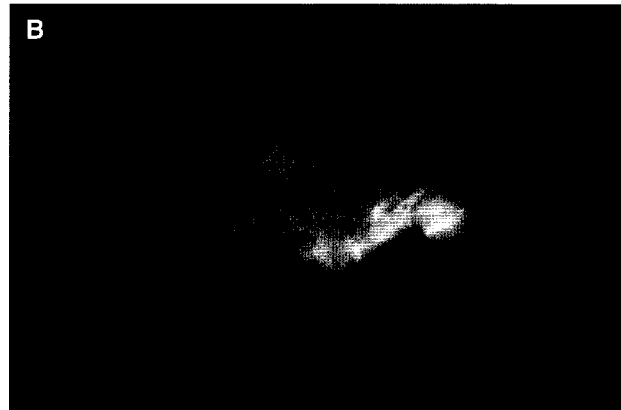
Mamografía en proyección lateral oblicua (A) y craneo-caudal (B) de mama izquierda, donde se observa nódulo subareolar, bien definido de 13 × 15 mm y que en la ecografía (C) aparece como lesión hipoecógena, sólida y de bordes bien definidos, con refuerzo posterior, indicativos de benignidad.
